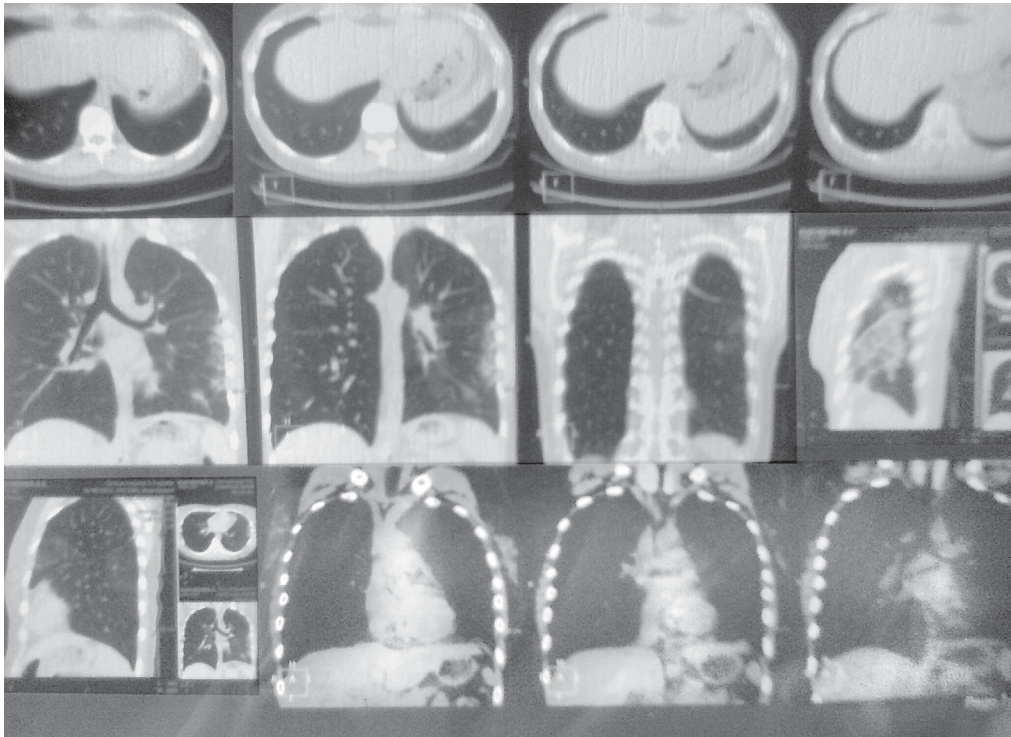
Данные компьютерной томографии (от 6.11.2012 г.)
